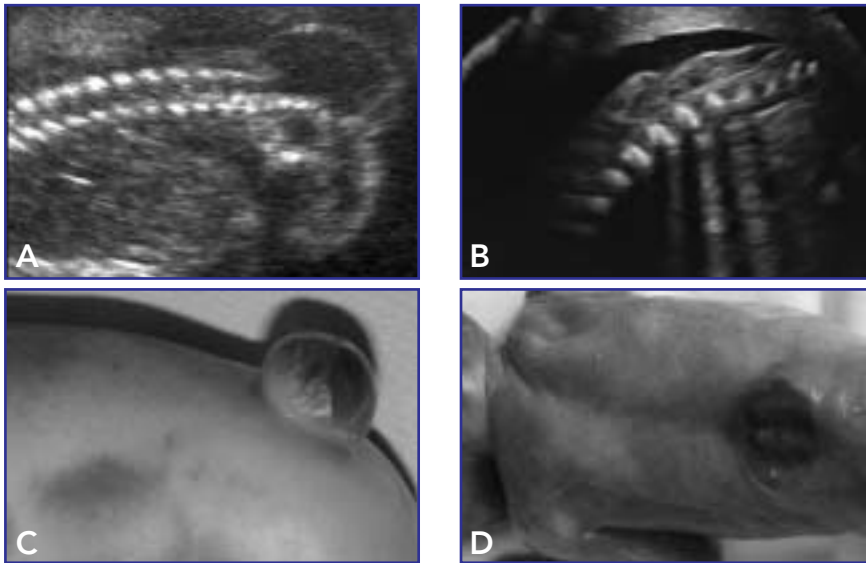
Lumbale oder lumbosakrale Spina bifida aperta mit und ohne sonografisch erkennbare Zyste.
